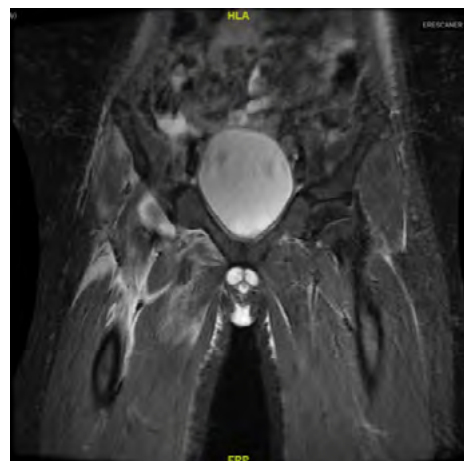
Resonancia magnética de cadera donde se aprecia derrame articular e hiperintensidad de señal del obturador interno, externo y glúteo mayor.
